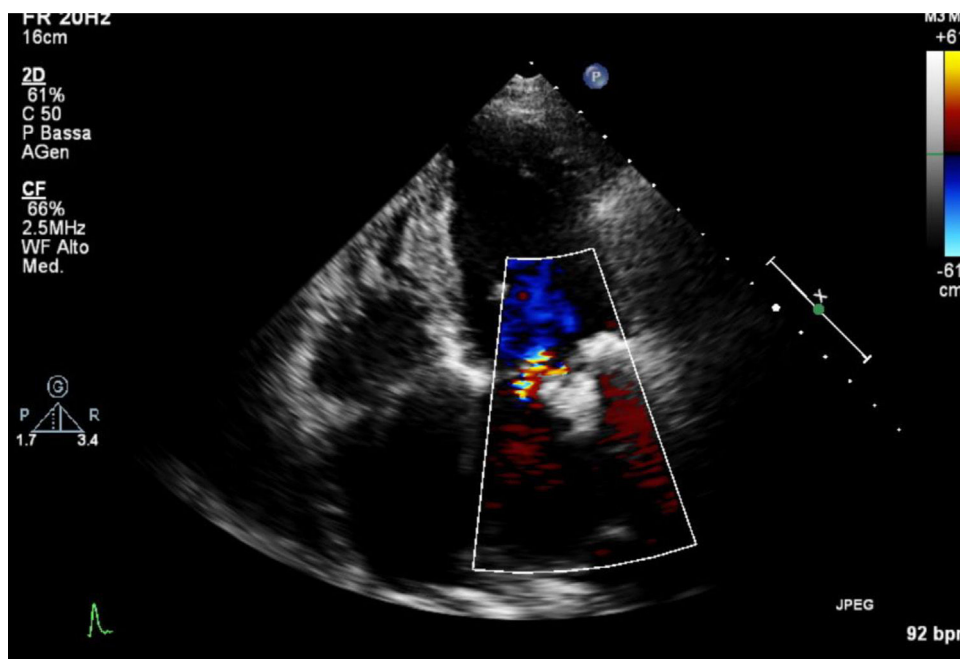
Ecocardiografía preoperatoria: insuficiencia mitral severa.
